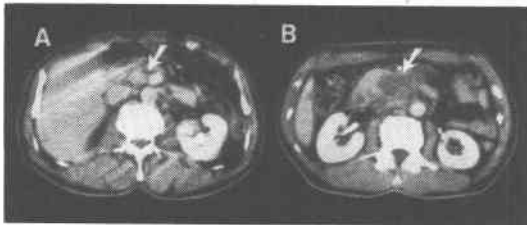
A: 症例2のCT像, B: 症例3のCT像, いずれも点滴静注による画像強調
